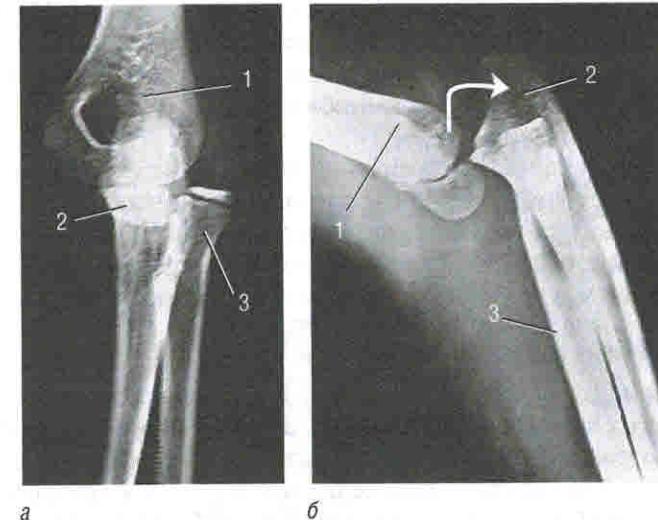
Рентгенограмма локтевого сустава при задне-наружном вывихе костей предплечья (стрелкой обозначено направление вывиха): а — прямая проекция; б — боковая проекция. 1 — плечевая кость; 2 — локтевая кость; 3 — лучевая кость
